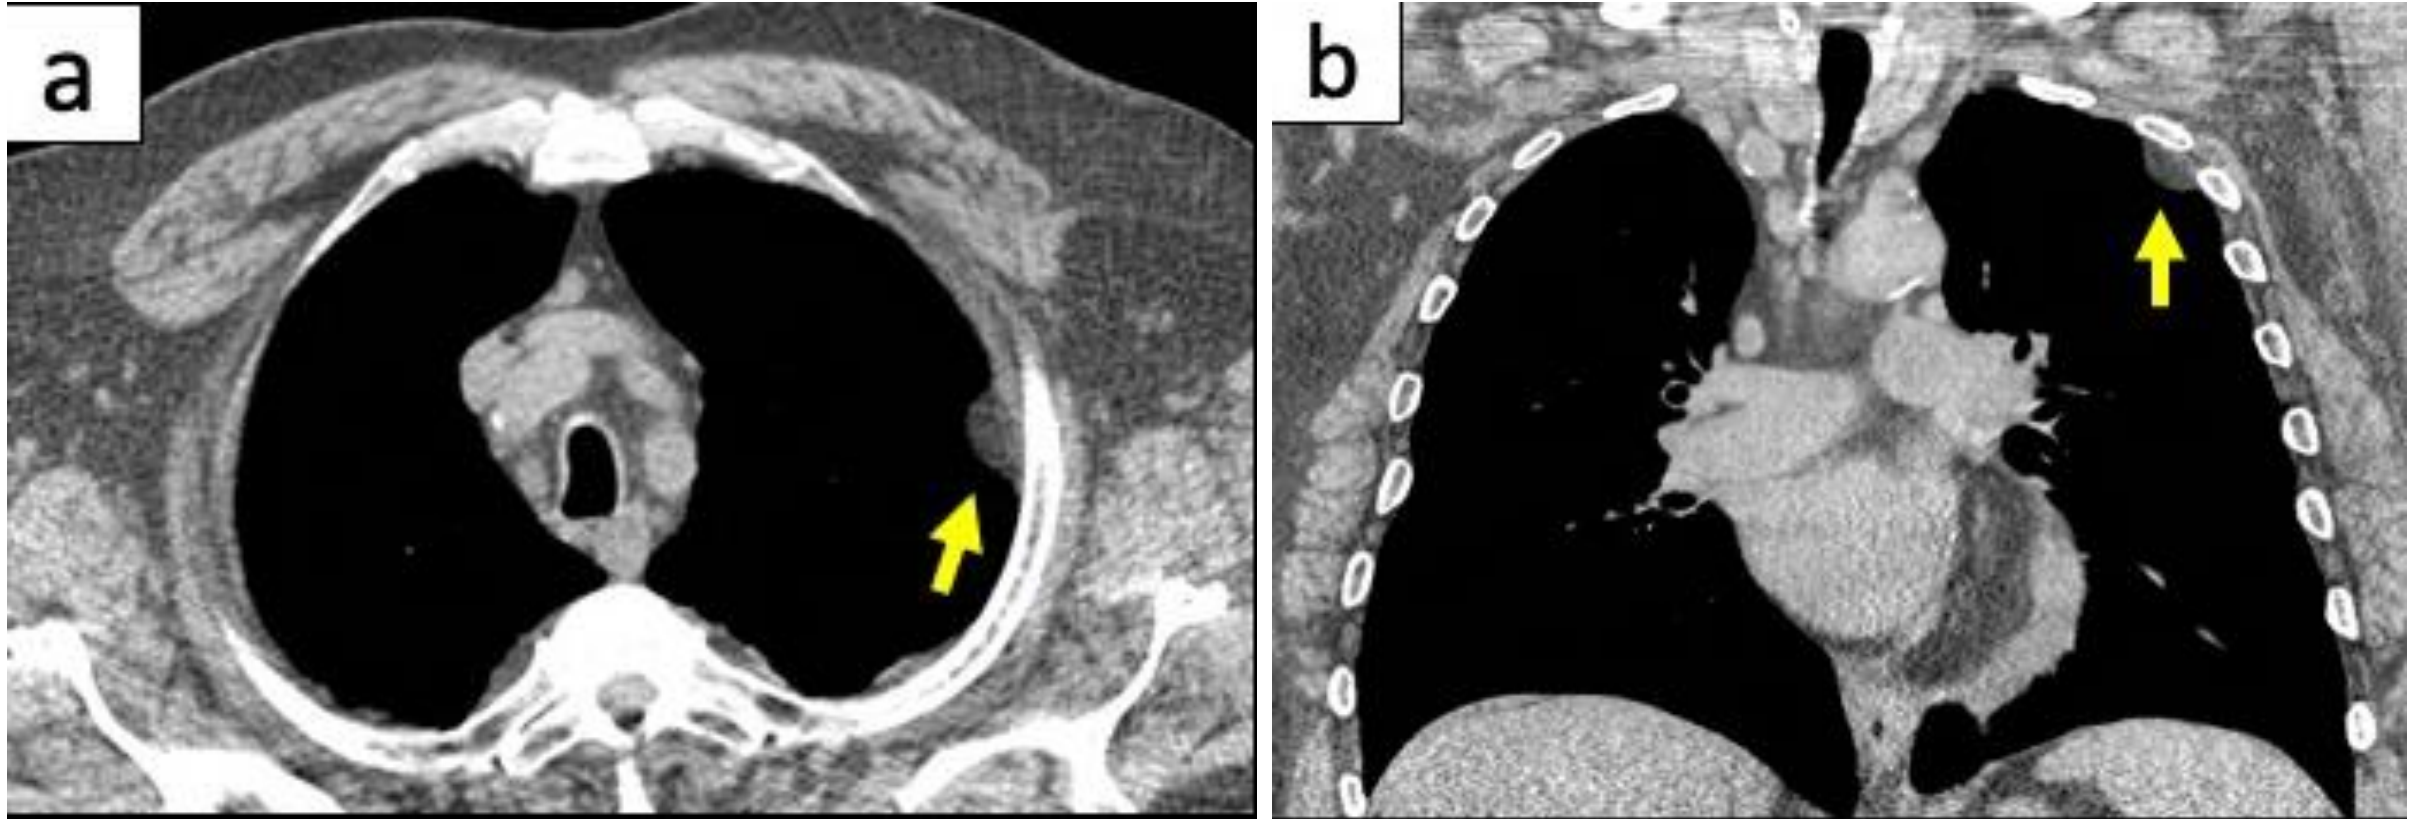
Imágenes axiales (a) y coronales (b) de TC con CIV que muestran una pequeña lesión biconvexa en la pleura lateral superior izquierda, con densidad grasa homogénea, compatible con un lipoma (flechas).
